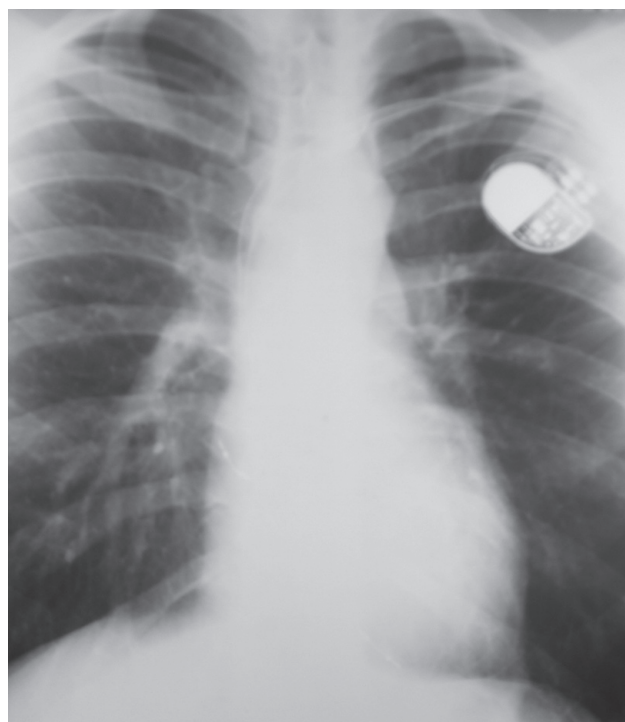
Рентгенография грудной клетки больного А. перед поступлением в клинику.
